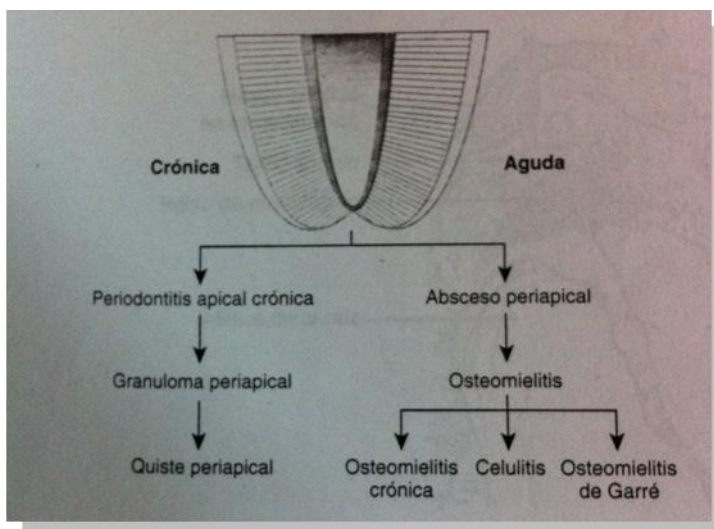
Infecciones periapicales
